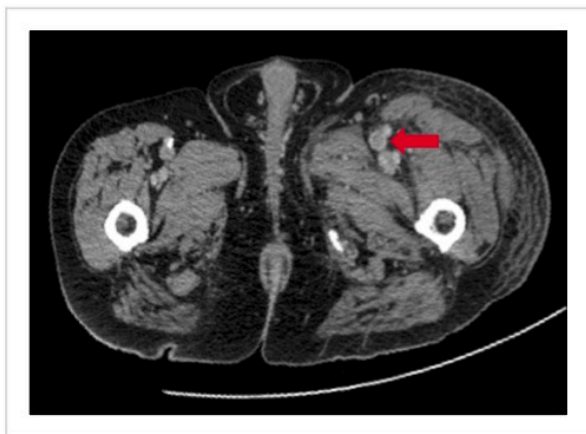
Computerized tomography phlebography revealing deep vein thrombosis in the left iliac vein (red arrow).
